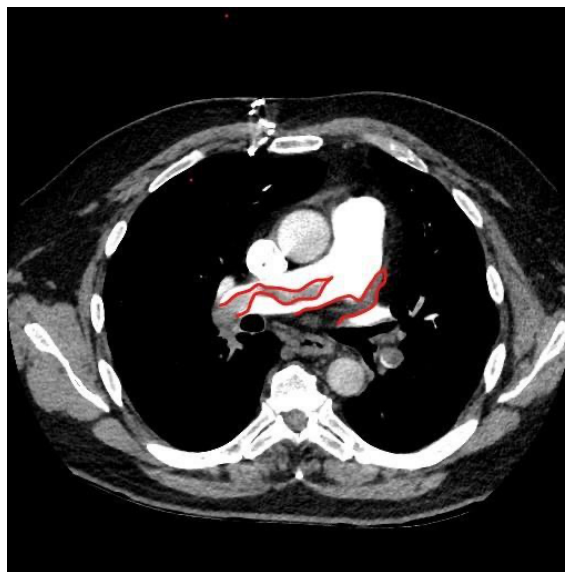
Angio TAC del ingreso. El área delimitada en rojo corresponde al material trombogénico.
